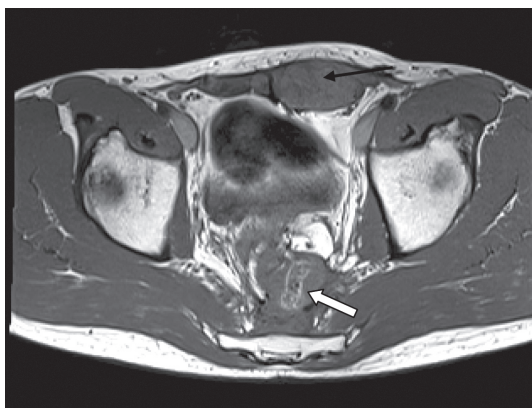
1Б. МРТ малого таза, T1-взвешенное изображение
